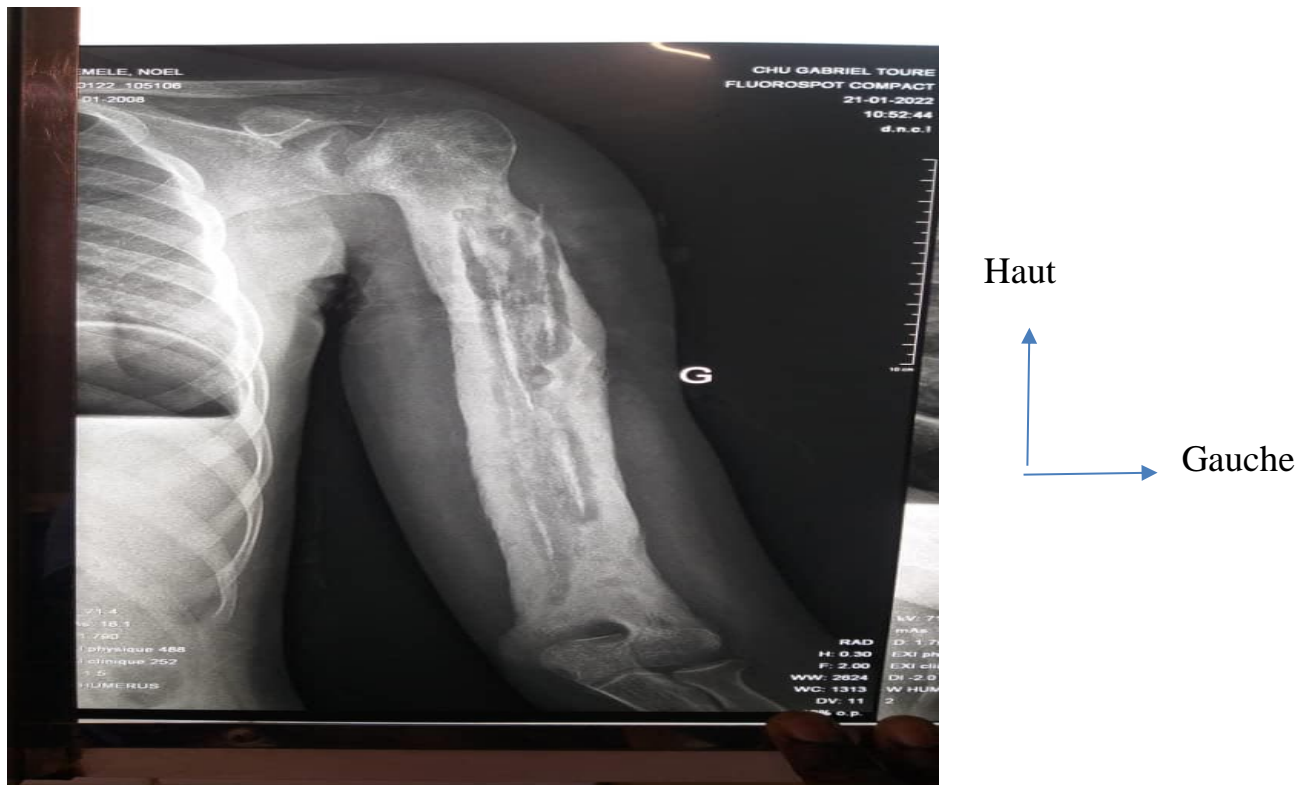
Radiographie du bras gauche cliché de profil.
